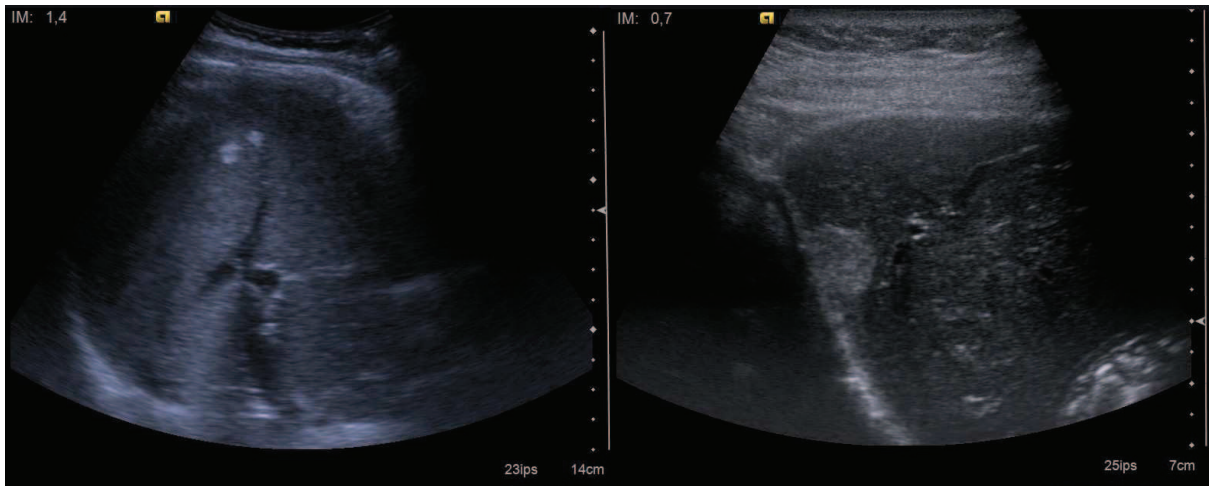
Lésions évocatrices d'angiomes à l'échographie chez deux patients différents.
